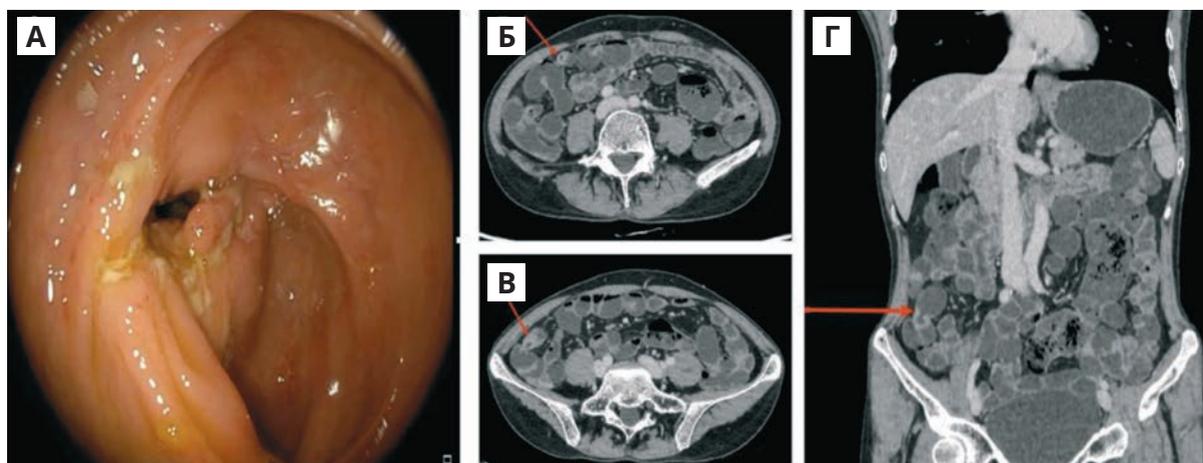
Результати колоноскопії та КТ-ентерографії
